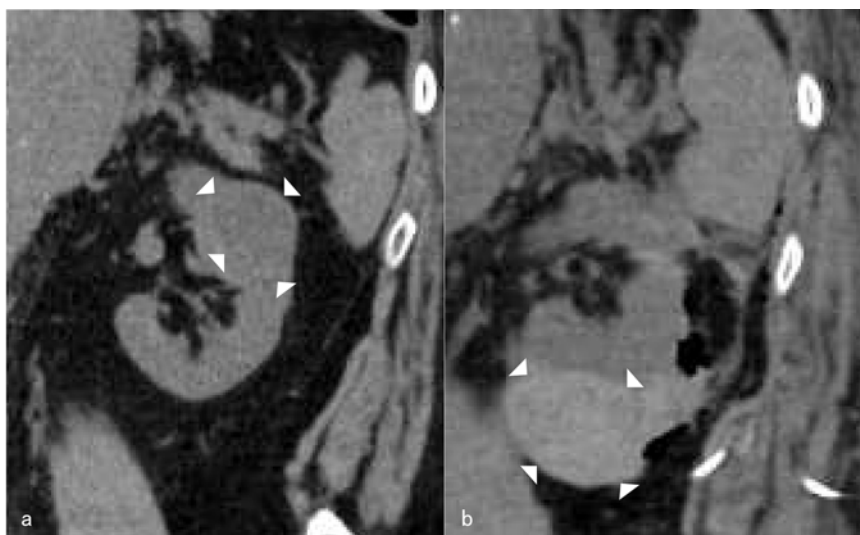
術後出血を生じた症例の術前単純 CT (a) および術後単純 CT (b)。
